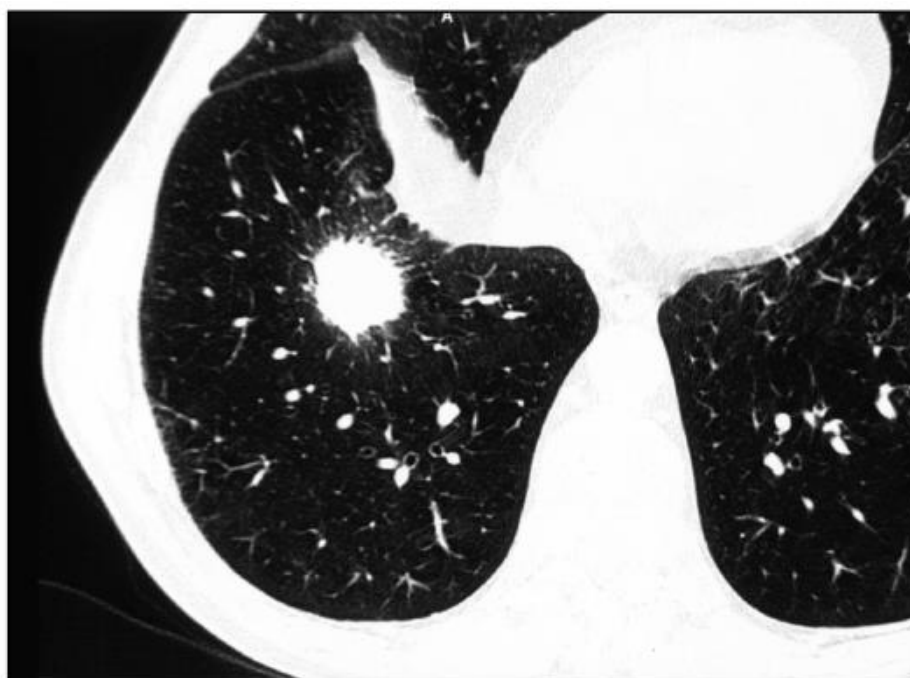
Фрагмент комп'ютерної томограми . Периферичний рак правої легені
